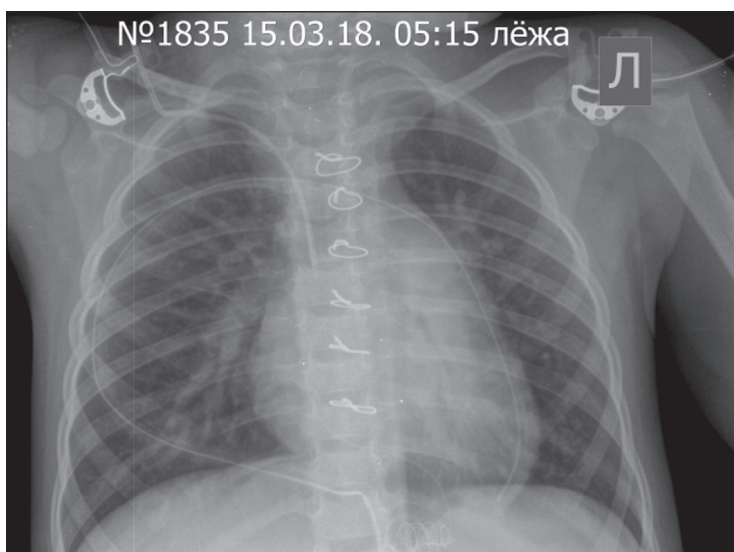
Рентгенография органов грудной полости в прямой проекции (снимок выполнен в отделении анестезиологии-реанимации)
